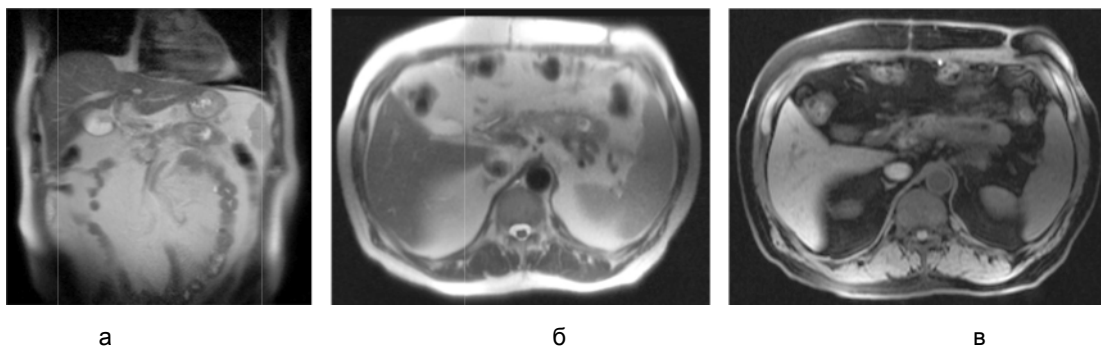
МРТ у пациента 65 лет на 65-й день после приступа острого панкреатита:
